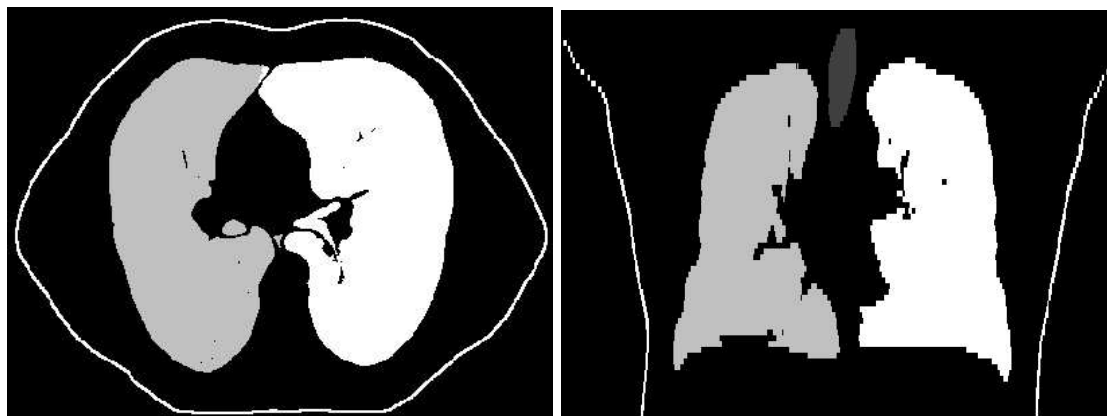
Deux coupes (axiale à gauche et coronale à droite) d'une TDM segmentée. La trachée, les poumons droit et gauche sont affichés avec des niveaux de gris différents. Le contour du patient est affiché en blanc.
